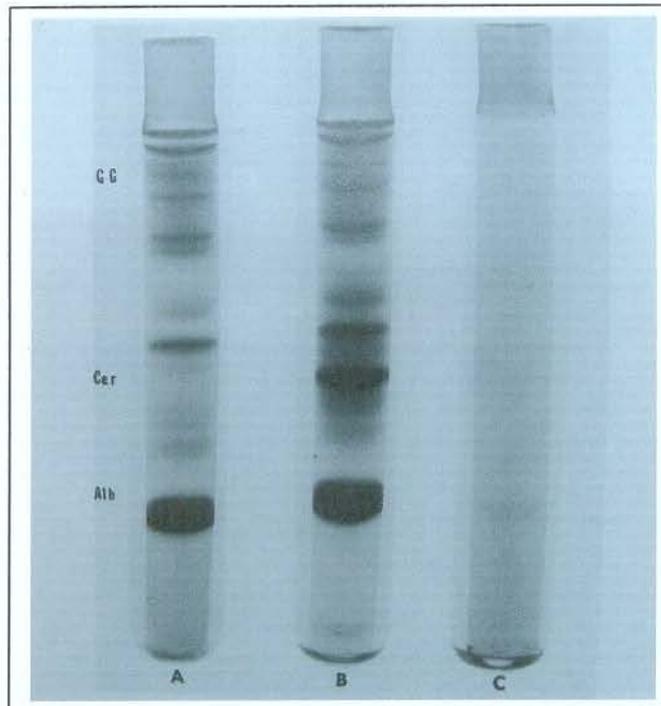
Padrão eletroforético do gel de Poliacrilamida no caso 24; granuloma periapical. *A*, plasma da ponta dos dedos. *B*, plasma periapical. *C*, fluido do canal radicular. *Alb*, albumina. *Cer*, região da ceruloplasmina. *GG*, região da gama globulinas.
